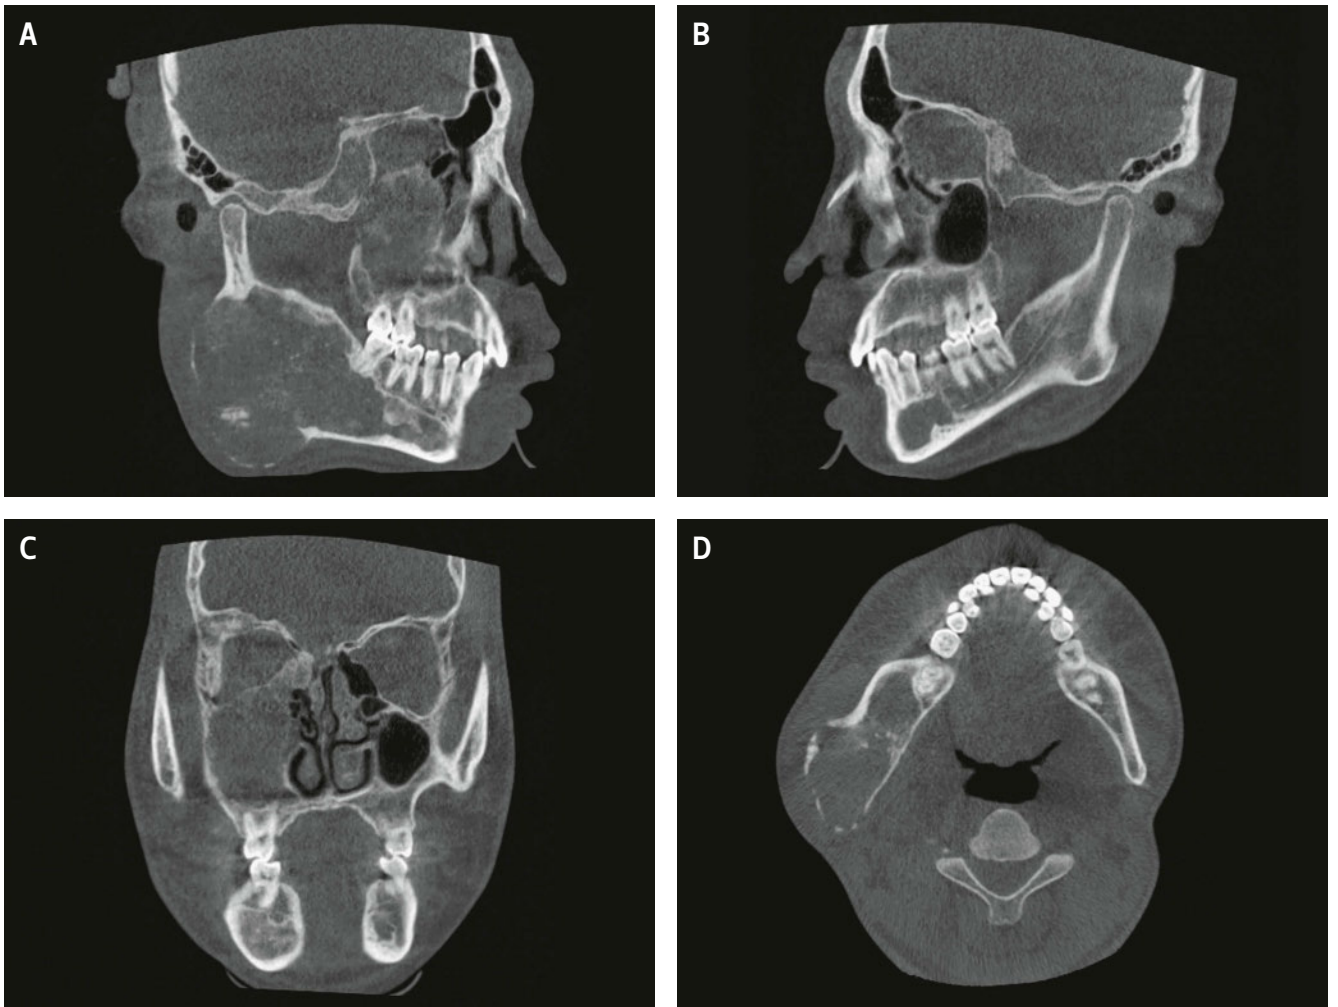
La tomographie volumique numérique montre sur les images en coupe sagittale à droite (A) et à gauche (B) une nette augmentation du volume de la mandibule droite, ainsi qu'une oblitération du sinus maxillaire droit, avec des zones radiotransparentes et radio-opaques qui apparaissent entremêlées. En outre, le sphénoïde et l'ethmoïde présentent des altérations osseuses typiques de la DF, en « verre dépoli ». Dans la vue en coupe coronale (C), le sinus maxillaire droit oblitéré se caractérise par une dimension imposante comparativement au sinus gauche. L'orbite droite est également resserée par l'augmentation circulaire du volume osseux. En coupe axiale (D), l'augmentation volumique très importante de la mandibule droite est visible, par rapport à la mandibule gauche.
